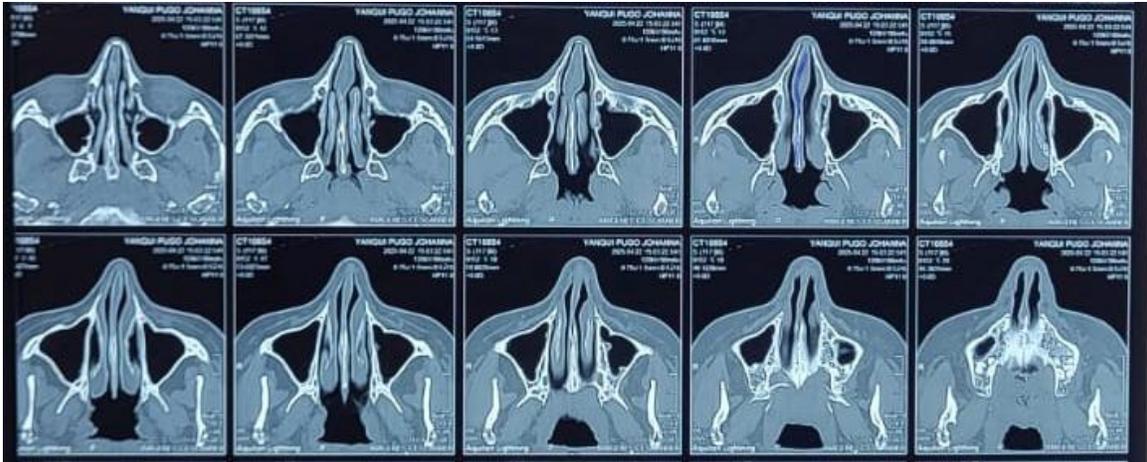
TC multicorte de nariz y cavidades paranasales. Desviación septal hacia la derecha
